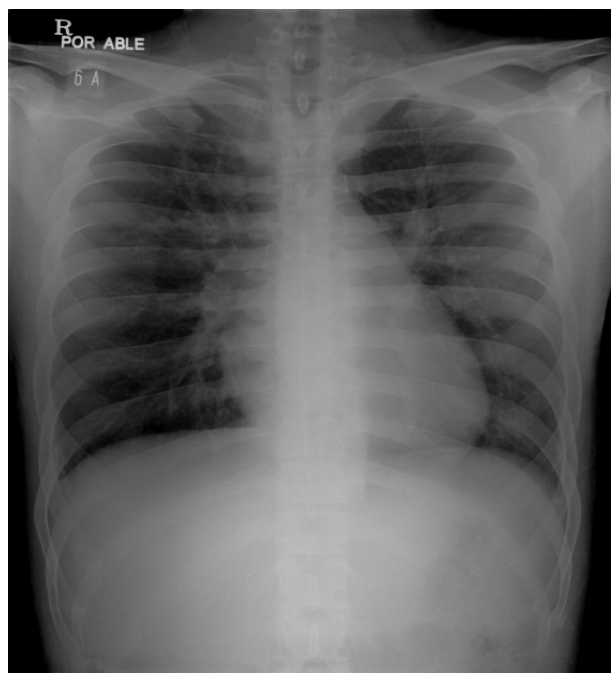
Chest X-ray shows ill-defined infiltrates in both lungs and pneumomediastinum with subcutaneous emphysema.
